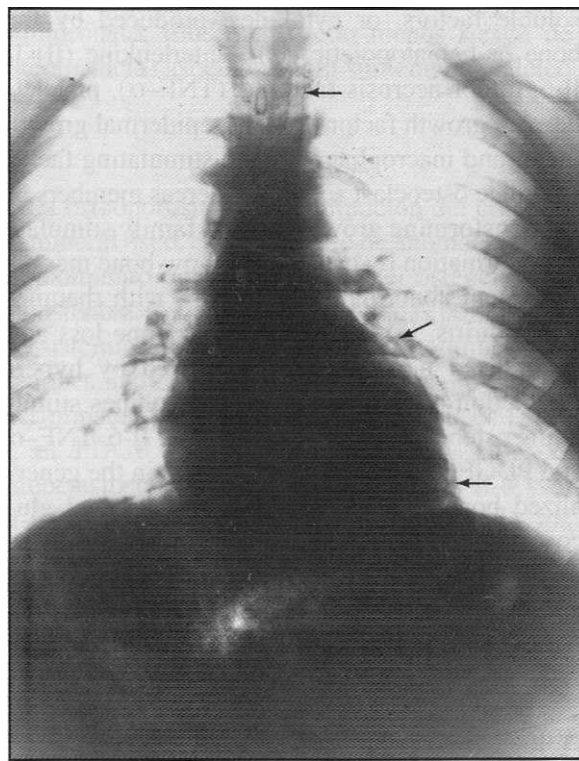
Radiografía PA de tórax en la que se aprecia el neumopericardio y el neumomediastino.
